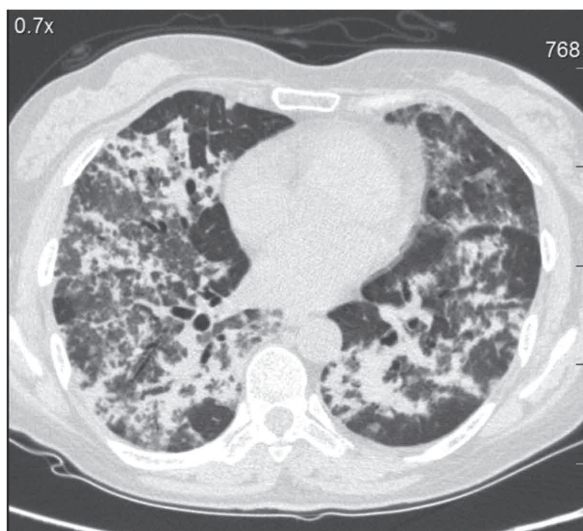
МСКТ органов грудной полости. Аксиальная проекция. Снимок 1, до лечения
